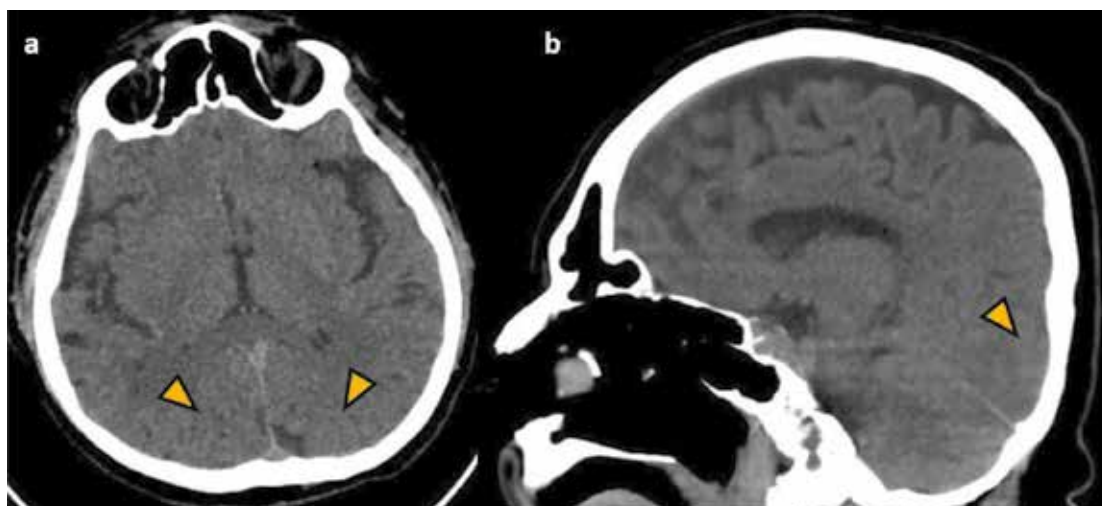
TEM cerebral sin contraste, control a 18 horas de inicio del evento. Corte axial (a) y corte sagital (b), en el que se observa parénquima cerebral sin evidencia de hiperdensidades, en relación con la primera tomografía cerebral. Pobre diferenciación cortico-subcortical en zona parietal posterior y occipital bilateral (flechas).
